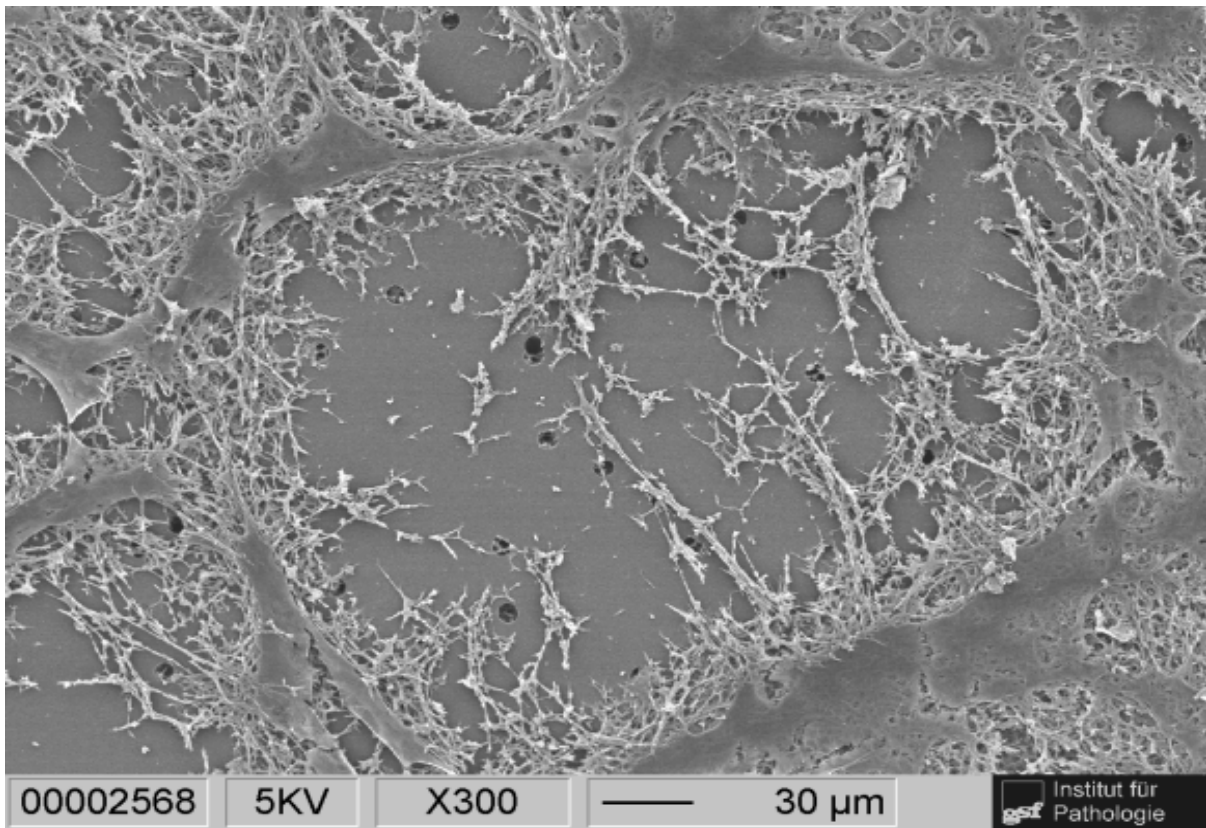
PET-Membran mit ECM ohne Medium und ohne Zellen (REM, x300)
